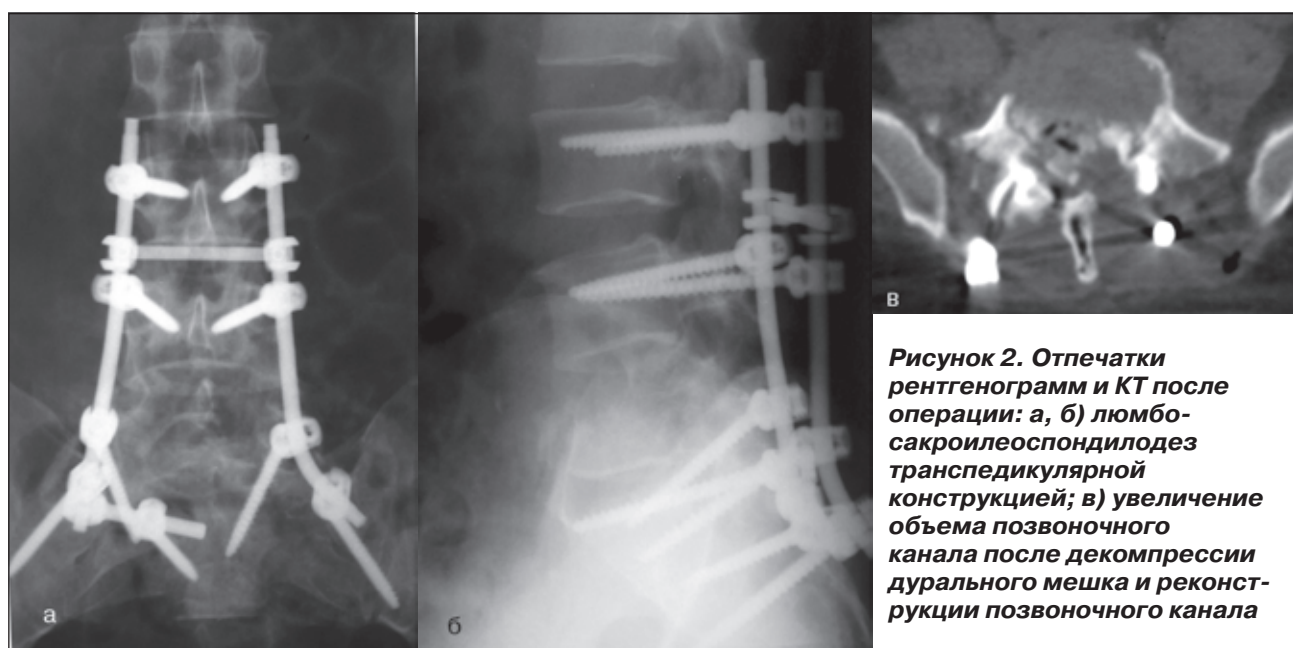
Отпечатки рентгенограмм и КТ после операции: а, б) люмбосакроилеоспондилодез транспедикулярной конструкцией; в) увеличение объема позвоночного канала после декомпрессии дурального мешка и реконструкции позвоночного канала
